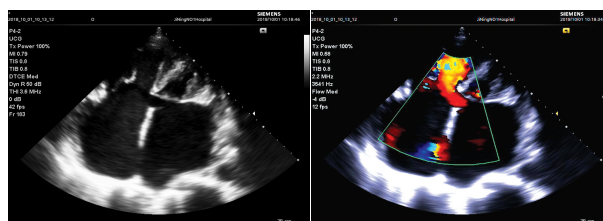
二维超声示心尖四腔心切面近心脏“十字交叉”处回声缺失 “十字交叉”处房水平左向右分流
